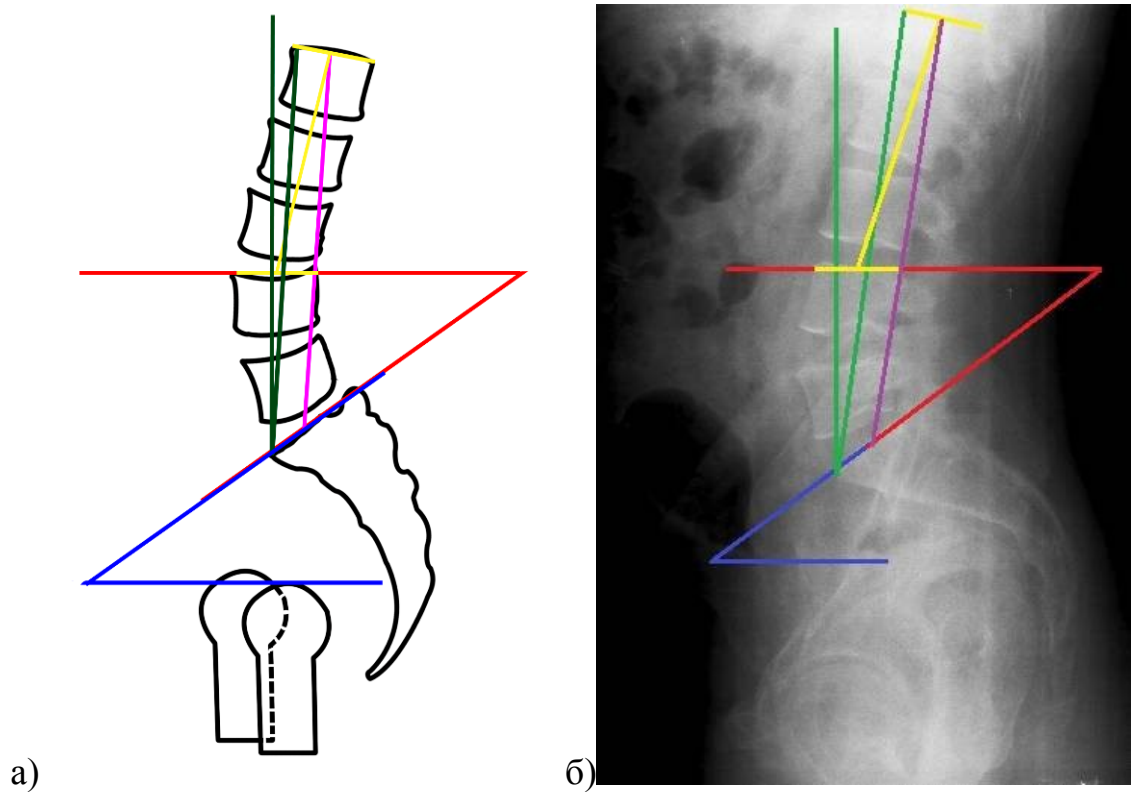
Поясничный лордоз III типа: а – скиаграмма расчета характеристик; б – боковая рентгенограмма позвоночно-тазового комплекса в положении стоя
